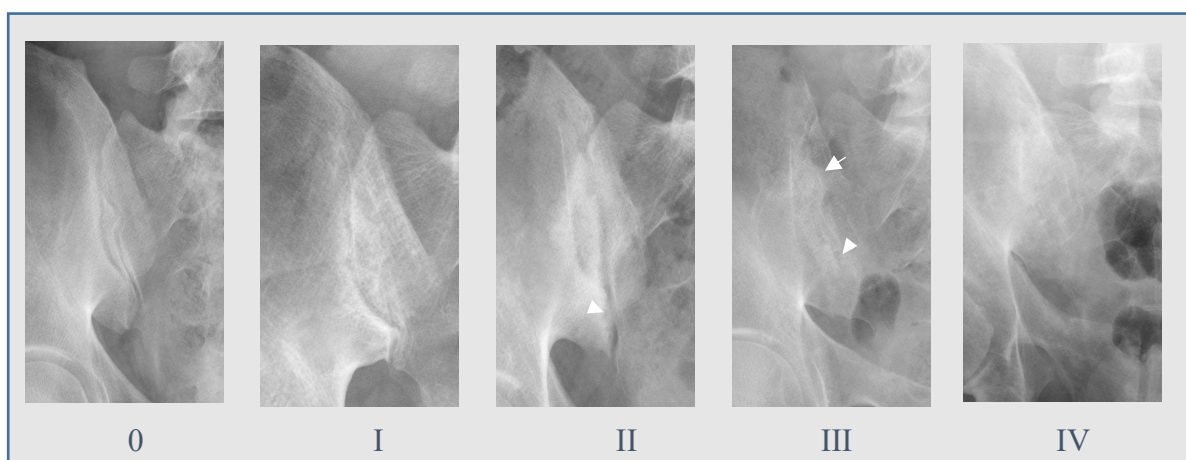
Beispiele für die Klassifikation eines Röntgens gemäß der modifizierten New York Kriterien (mNYC).
